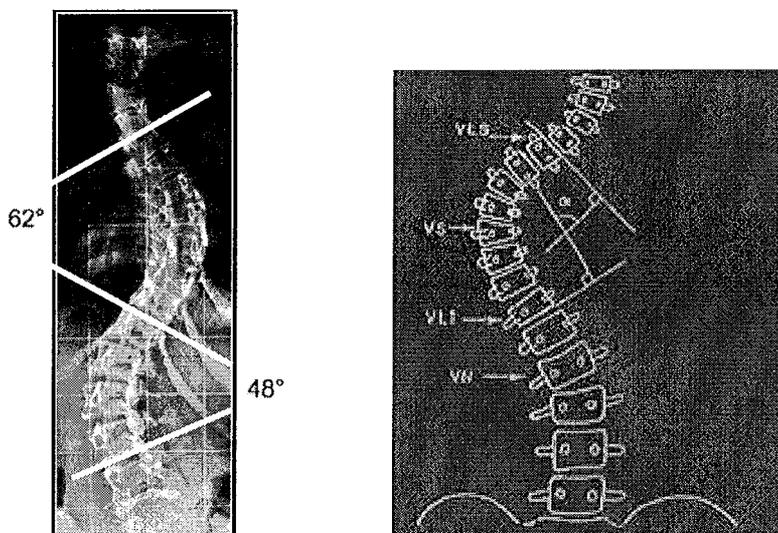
A gauche : radiographie du rachis d'une scoliose double majeure debout de face : mesure des angles de Cobb : convexités thoracique gauche 62°, lombaire droite 48° (81).
